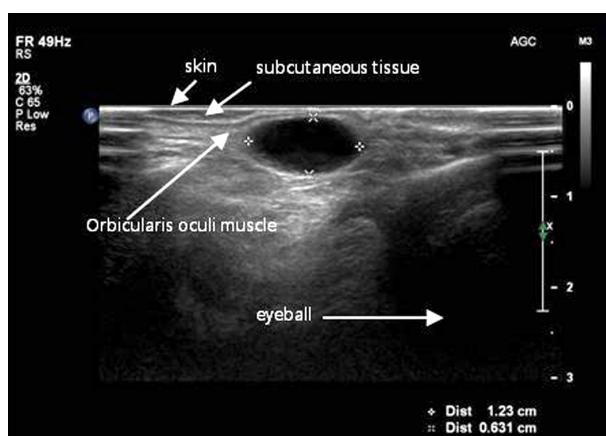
The ultrasound image of the right superomedial orbit showing the well-demarcated, thin walled, anechoic mass, consistent with cyst beneath the muscle layer.
